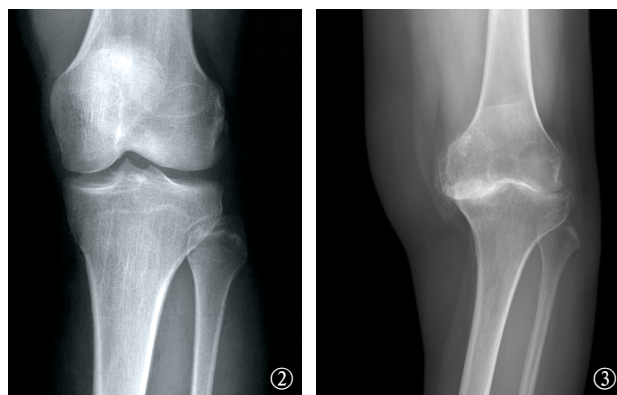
~3 膝关节骨关节炎患者与正常人X线片对比 图2 正常人X线片 图3 患者X线片,可见内侧间隙明显变窄
